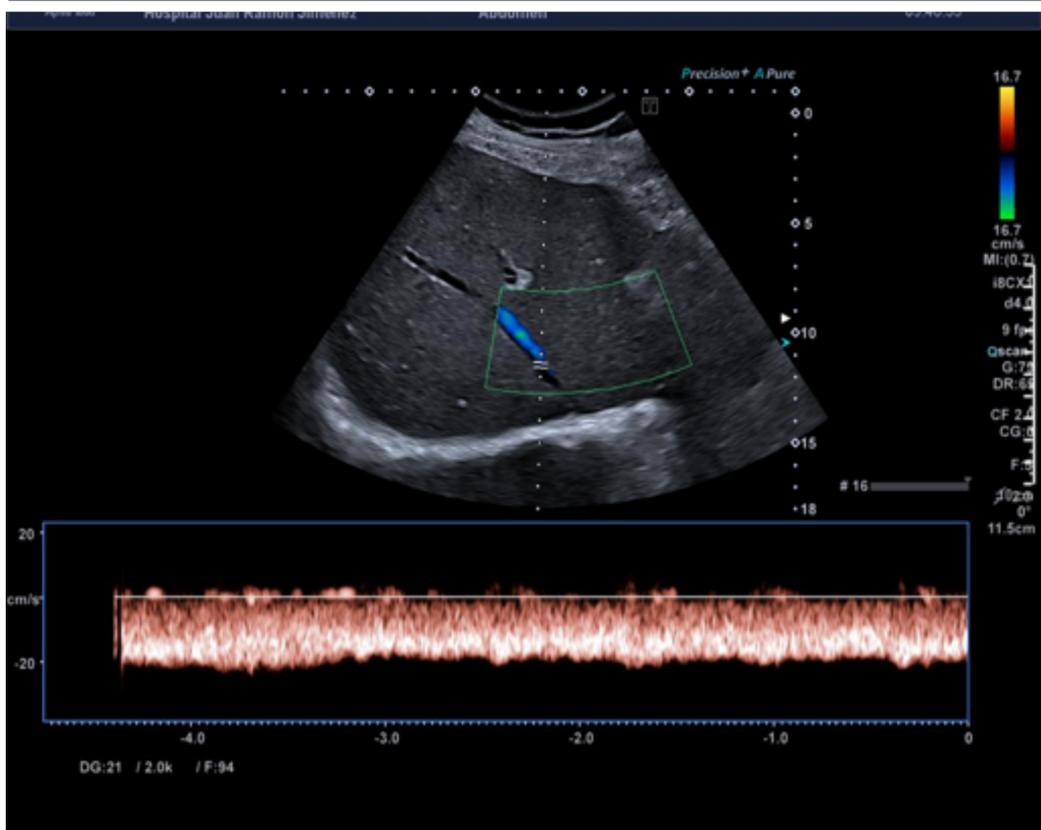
Doppler espectral que muestra permeabilidad de VSH con flujo monofásico.
